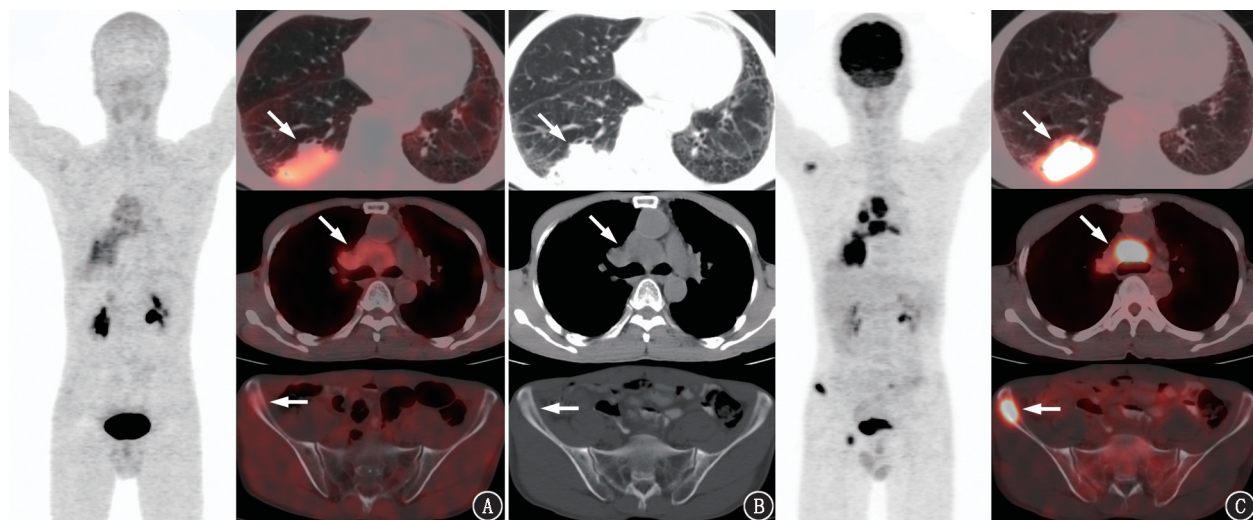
小细胞肺癌患者(男,54岁) ^{18}F -成纤维细胞激活蛋白抑制剂(FAPI)-42和 ^{18}F -脱氧葡萄糖(FDG)PET/CT显像对比图(箭头示病灶)。A. ^{18}F -FAPI-42的最大密度投影(MIP)图及横断位融合图示小细胞肺癌的原发灶、淋巴结转移及骨转移灶放射性摄取呈轻~中度摄取;B. 相应层面的CT横断位图像;C. ^{18}F -FDG MIP图及横断位融合图示右下肺结节、淋巴结转移灶及骨转移灶放射性摄取明显高于 ^{18}F -FAPI-42
